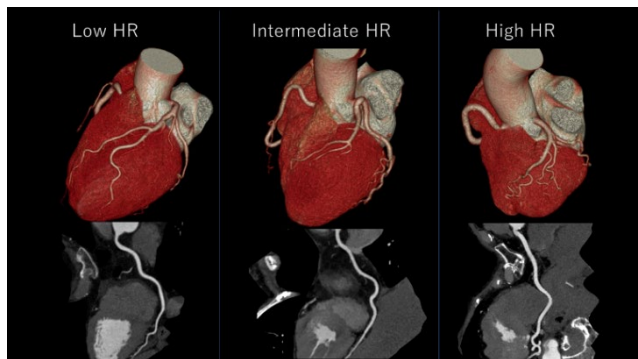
幅広い心拍数における冠動脈CTの適応 (画像提供: 札幌心臓血管クリニック) 各画像の平均心拍は、左から59 /min、85 /min、103 /min.
